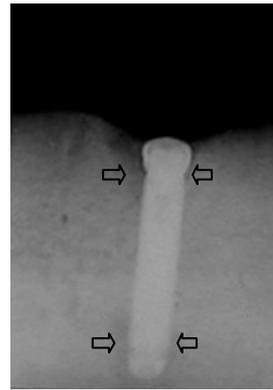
A radiograph of an implant failure due to inflammation(burn). A radiographic view of implant place in the lower anterior region, 37 days post placement. Radiolucency is observed in the marginal and apical bone region of the implant.
